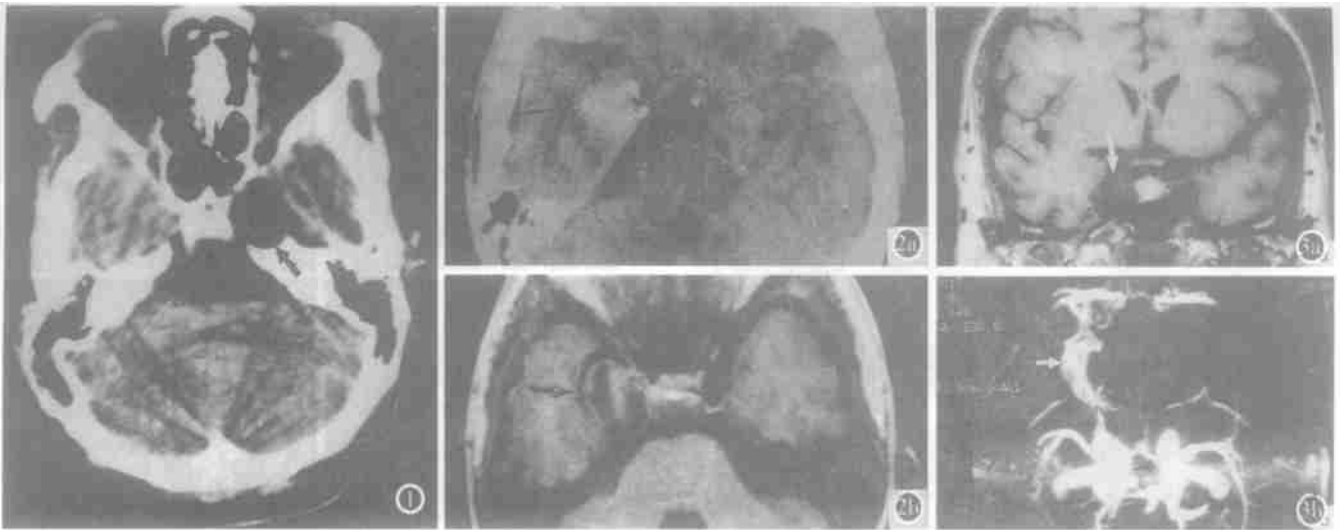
左海绵窦皮样囊肿 CT 平扫: 左海绵窦区有| 类圆形均匀脂肪密度病变(↑), 邻近骨质有压迫性骨吸收。 图 2 海绵窦内颈内动脉瘤。a) CT 平扫: 右海绵窦区有| 类圆形均匀高密度病变, 边缘不规整且有钙化(↑), 鞍上池右侧缘受压; b) MRI: T₁WI 右海绵窦区有| 类圆形信号不均匀病变, 边缘光滑(↑)。 图 3 右颈内动脉海绵窦瘘。a) MRI: T₁WI 冠状断面可见右海绵窦扩大, 内有多 个扩张的流空血管影(↑), 颈内动脉不能分辨; b) MRA: 横断面可见海绵窦扩大, 外形不规则(▲), 有扩大的眼上静脉导入(↑)。
